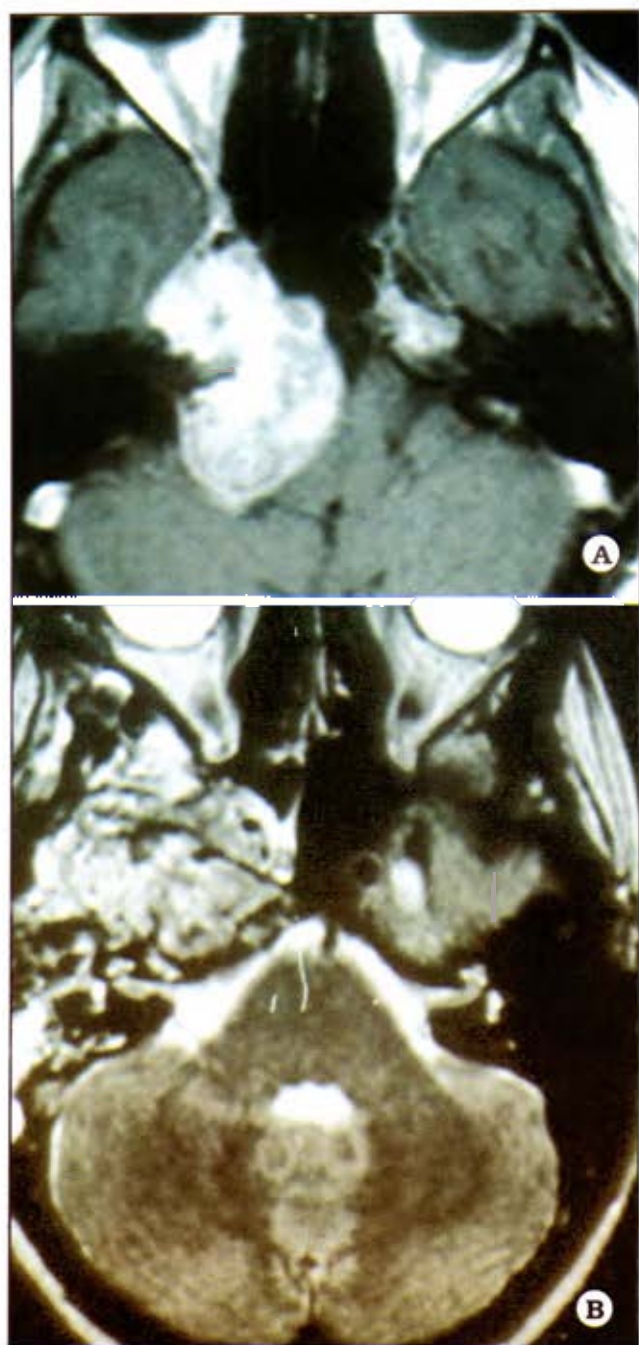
A. IRM preoperatoria mostrando un cordoma con extensión lateral, invadiendo el piso de la fosa media y seno cavernoso. B. IRM postoperatoria mostrando resección total.
